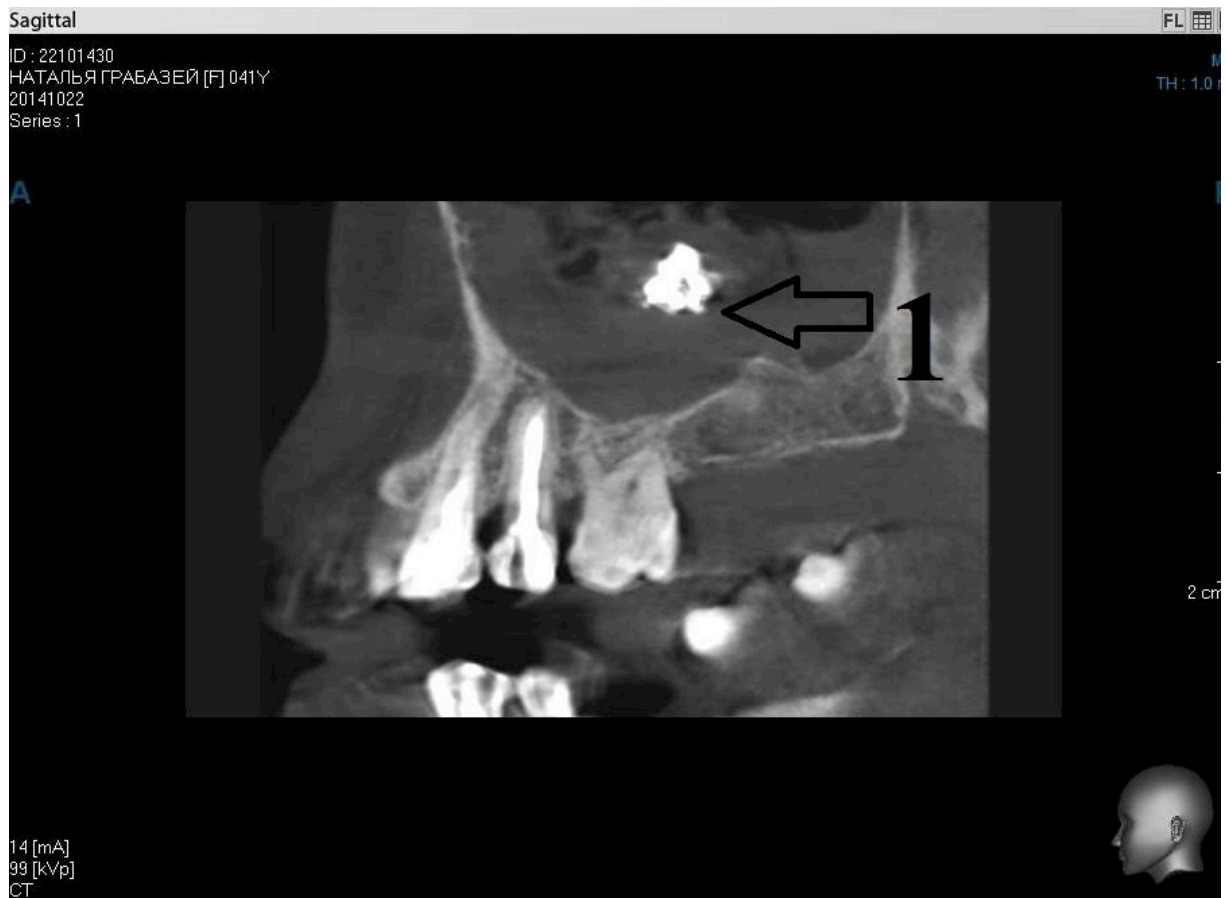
а. Комп'ютерна конусно-променева томографія. Пацієнтка Г. (історія хвороби № 6579):
